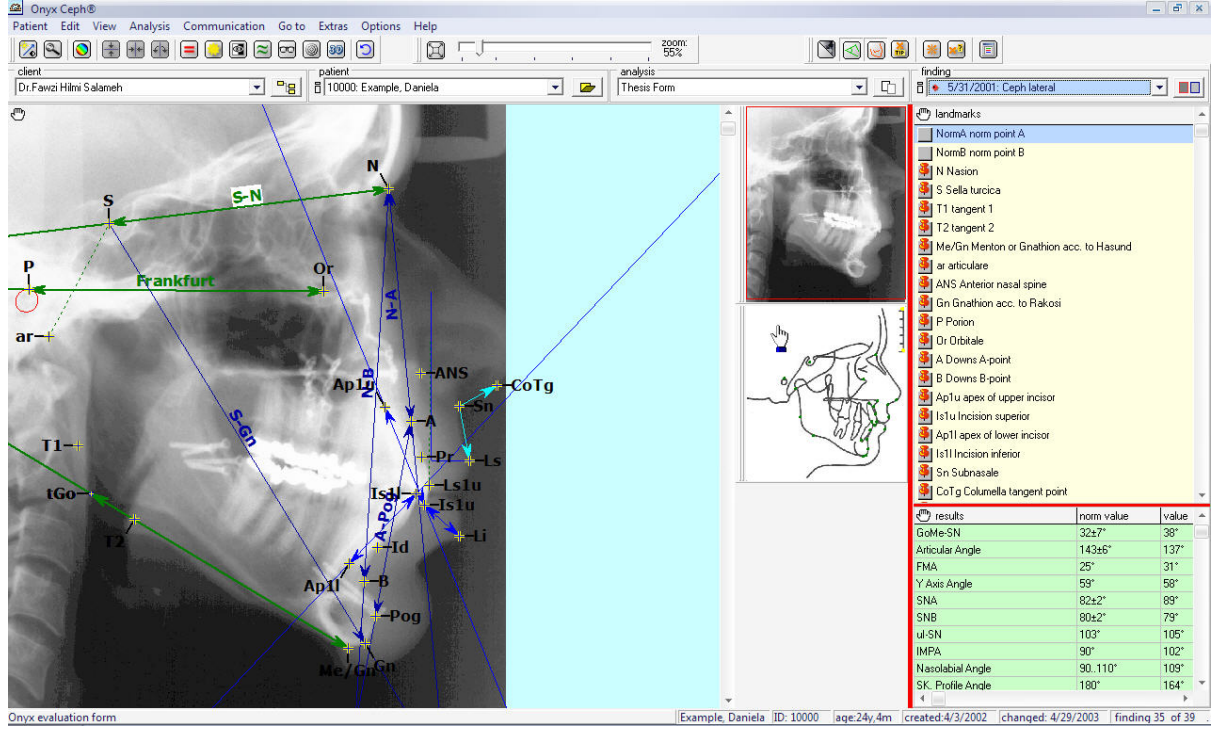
Onyx Ceph yazılımında çizilmiş röntgen
